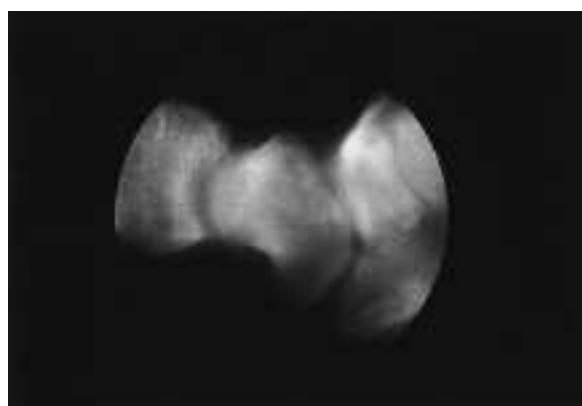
Lo scafoide "gobbo" (humpback scaphoid) per viziosa consolidazione TC spirale.
